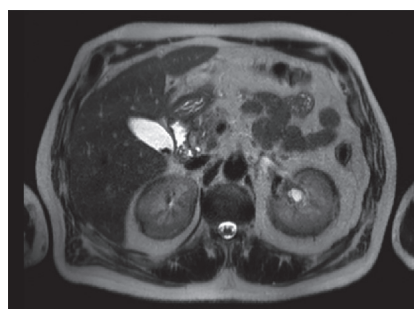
RMN de abdomen T2
